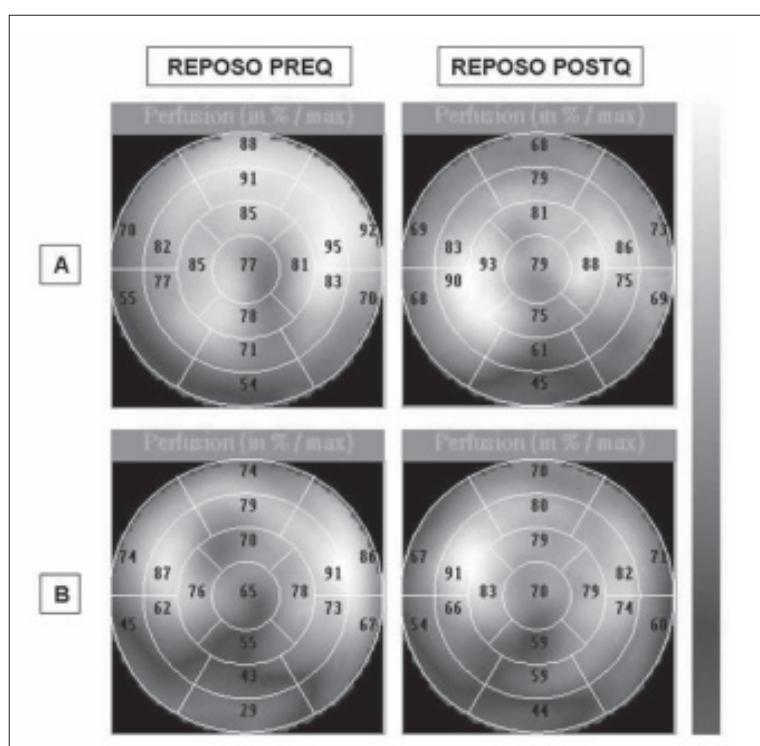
Evaluación por SPECT - A izquierda: mapa polar mostrando la perfusión reposo pre y poscirugía al tercer mes: A) paciente control y B) paciente caso 1. Los detalles de la mejoría perfusional se detallan en tabla 3.
